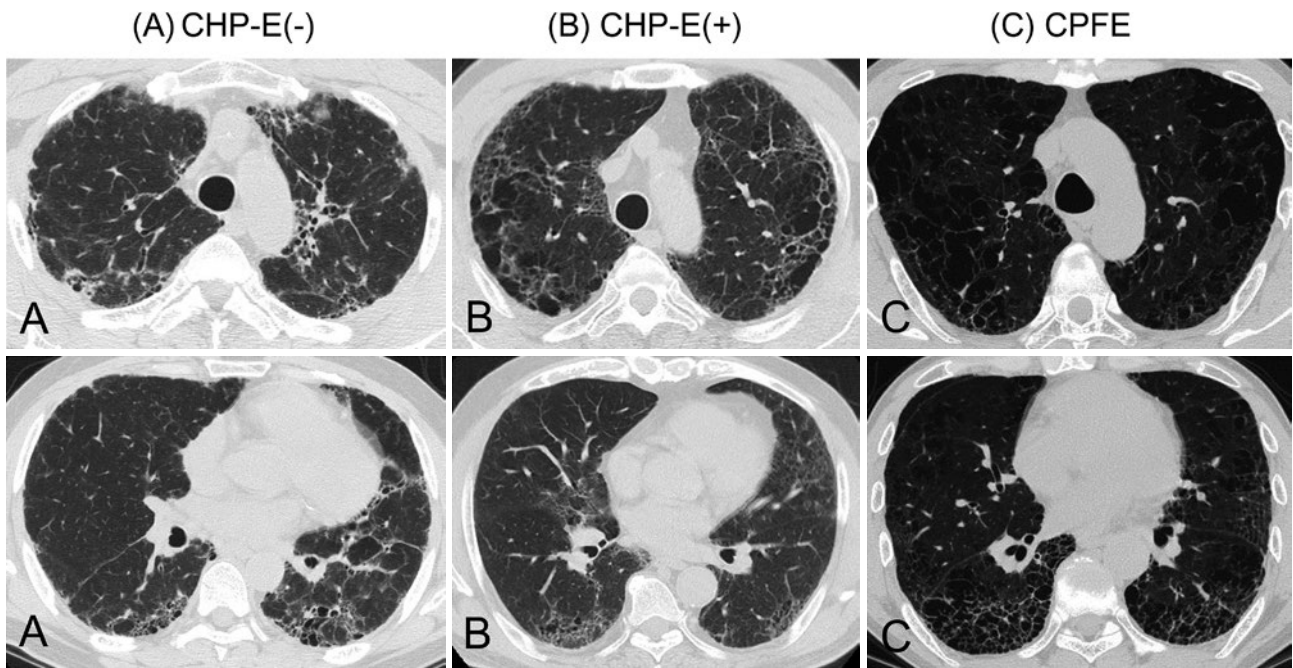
Representative findings of chest high-resolution computed tomography. (A) Chronic hypersensitivity pneumonitis (CHP) without emphysema shows centrilobular nodules and lack of lower zone predominance of abnormalities. (B) CHP with emphysema shows emphysema in the upper zones of the lungs along with CHP findings. (C) Combined pulmonary fibrosis and emphysema is difficult to differentiate from CHP with emphysema because typical features of CHP may be masked by the emphysema.
